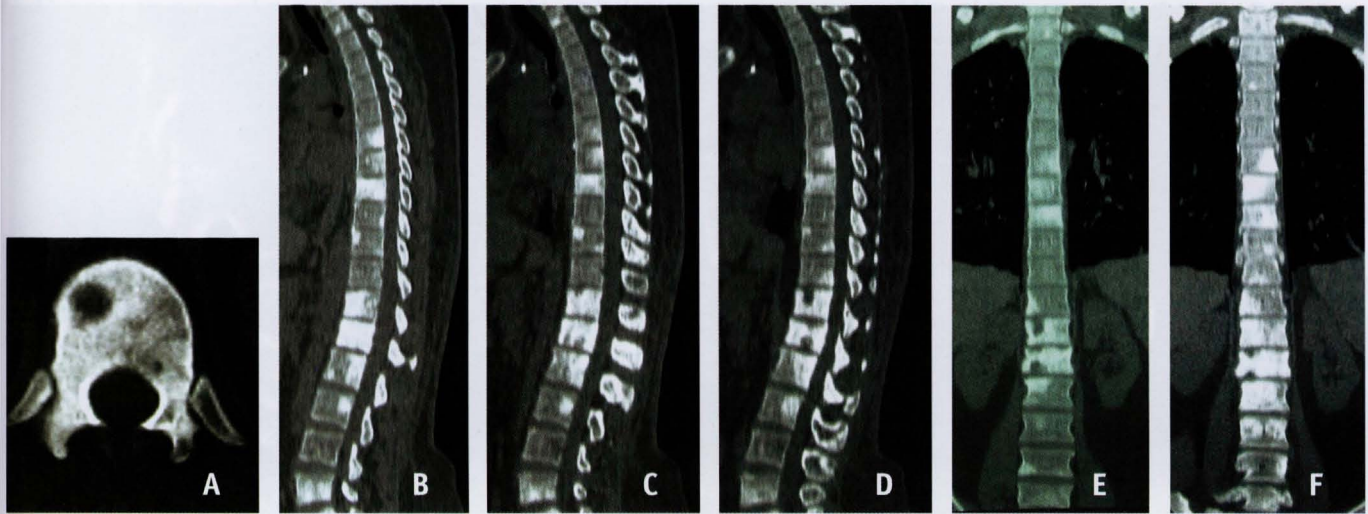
TC *multi-slice* de paciente com antecedente de neoplasia de mama evidenciando múltiplas lesões predominantemente blásticas envolvendo várias vértebras, inclusive os elementos posteriores. A) corte axial; B, C e D) imagens sagitais; E e F) imagens coronais.
